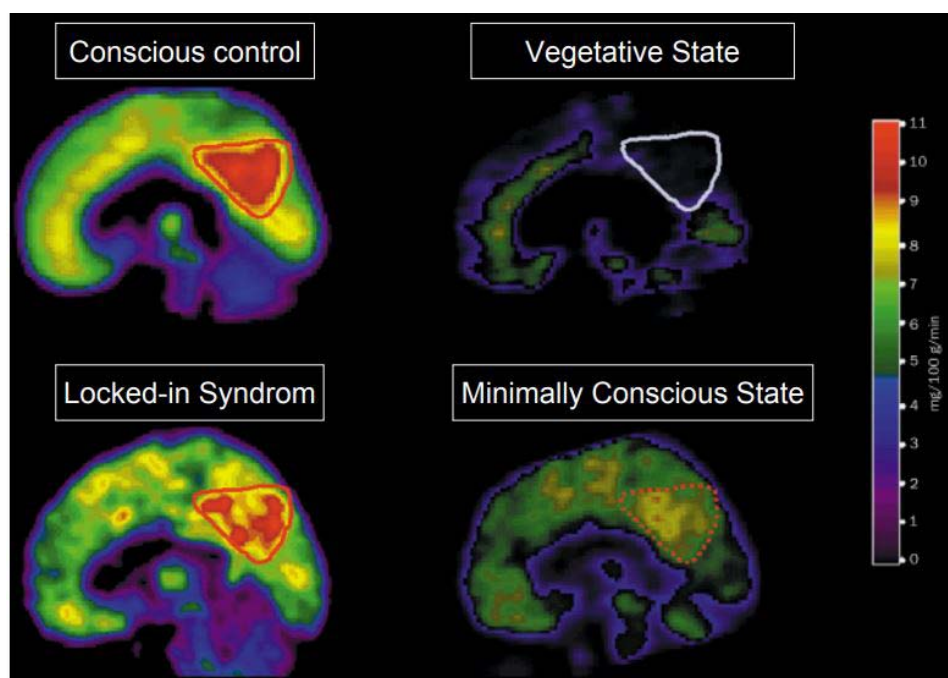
IRM métabolique au repos objectivant la différence de consommation en glucose entre un patient conscient, un patient végétatif, un état de conscience minimal et un Locked-in syndrome
